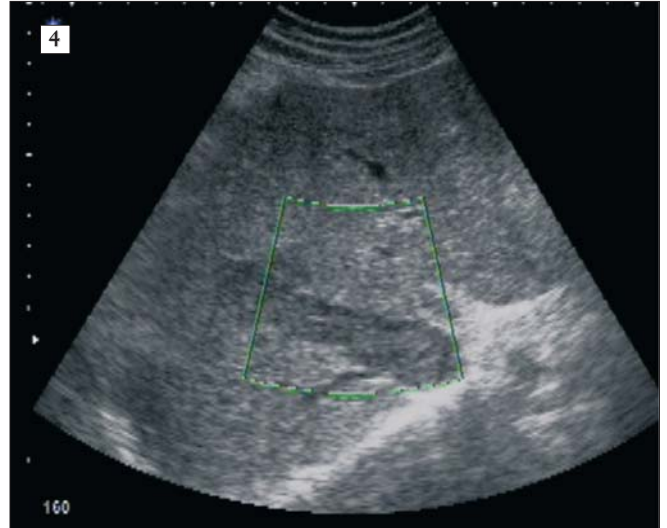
Tromboză de venă suprahepatică mijlocie cu absența semnalului Doppler la acest nivel (aspect ecografic)
